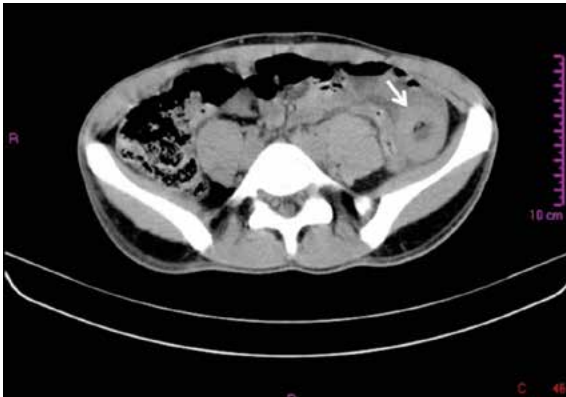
TC: immagine a scansione assiale senza mezzo di contrasto dell'ansa digiunale tumefatta, a pareti ispessite e iperdense per l'ematoma intramurale.
